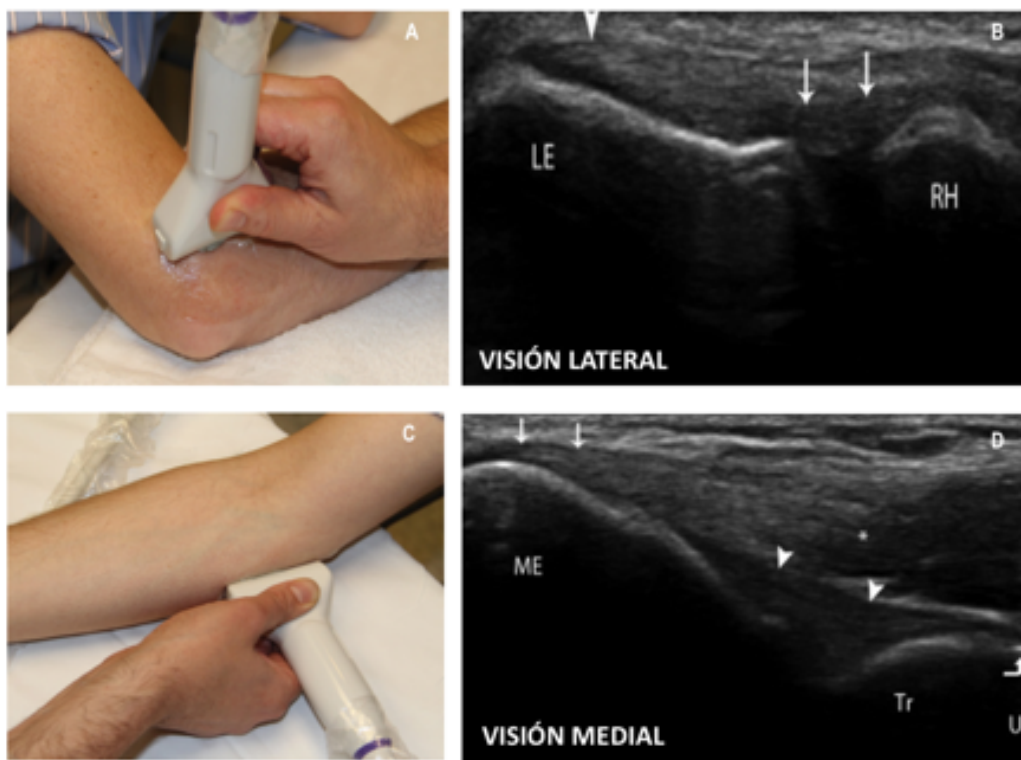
A. Fotografía del abordaje lateral del codo en ecografía. B. Ecografía de codo con sección longitudinal de la cara lateral donde se identifica LCR (flechas), Tendón extensor común de los dedos y extensor radial (cabeza de flecha), el epicóndilo lateral (LE) y la cabeza radial (RH). C. Fotografía del abordaje medial del codo en ecografía. D. Ecografía de codo con sección longitudinal de la cara medial donde se identifica LCMA (cabezas de flecha), Tendón flexor común de los dedos (flechas), el epicóndilo lateral (ME) y el cúbito (U)(27).*
